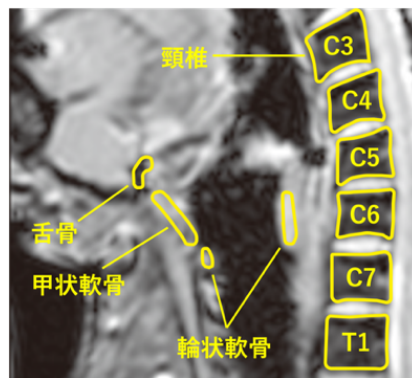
MRI画像から抽出した各部位の輪郭
